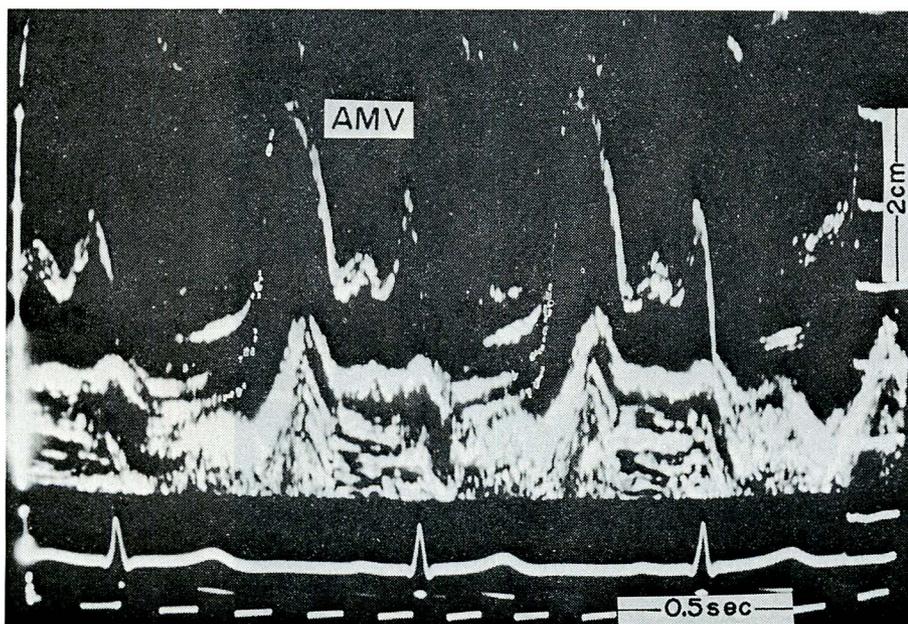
Echocardiogram from a patient with rheumatic fever in active state, demonstrating multiple and shaggy echos in systole. (N-type)
